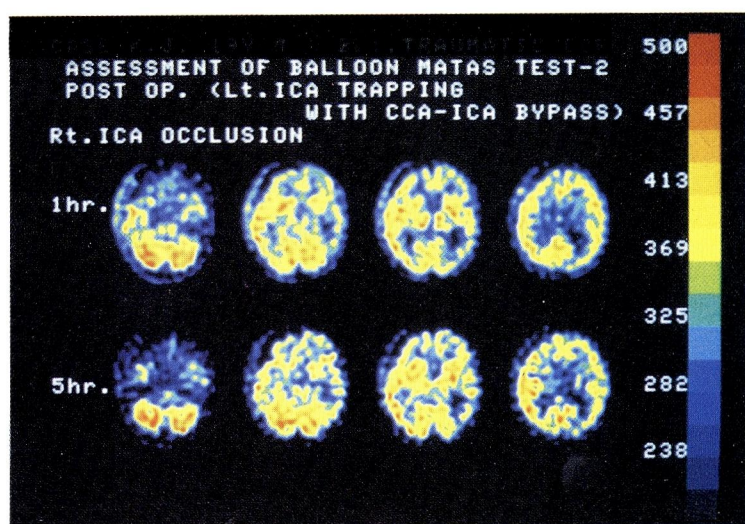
Tc-HM-PAO-SPECT study showed mild hypoperfusion area of right frontal and temporal lobe on balloon occlusion of right internal carotid artery after left ICA trapping with CCA-ICA bypass.
